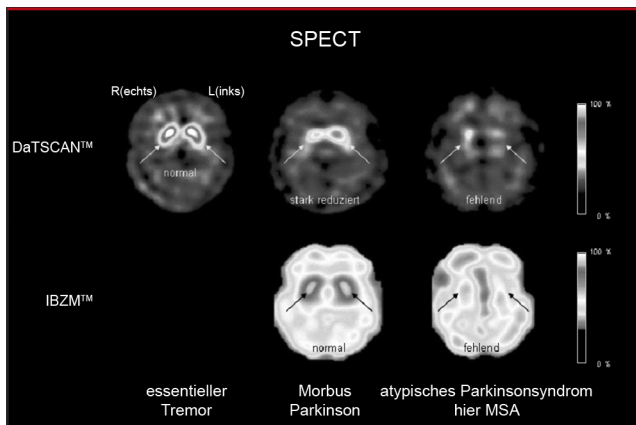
Single Positronen Emissions Computertomographie (SPECT) zur Differentialdiagnostik bei Parkinson-Syndromen
